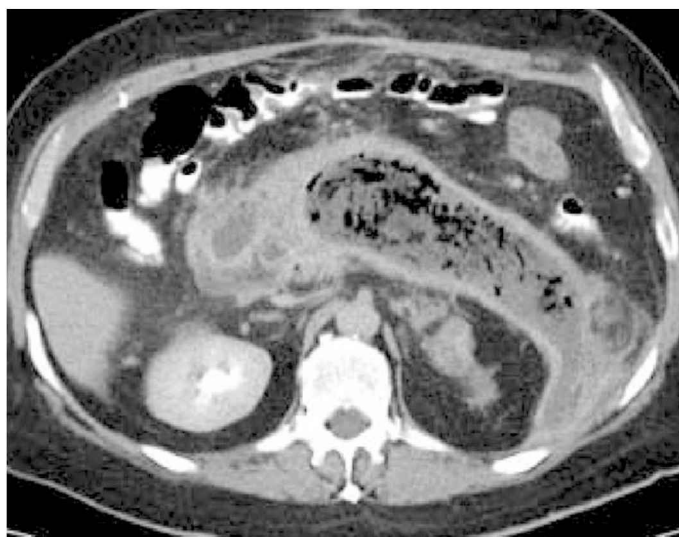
Imagem por TC com contraste mostrando necrose extensiva no pâncreas com inúmeras bolhas de gás, indicando a presença de infecção.
